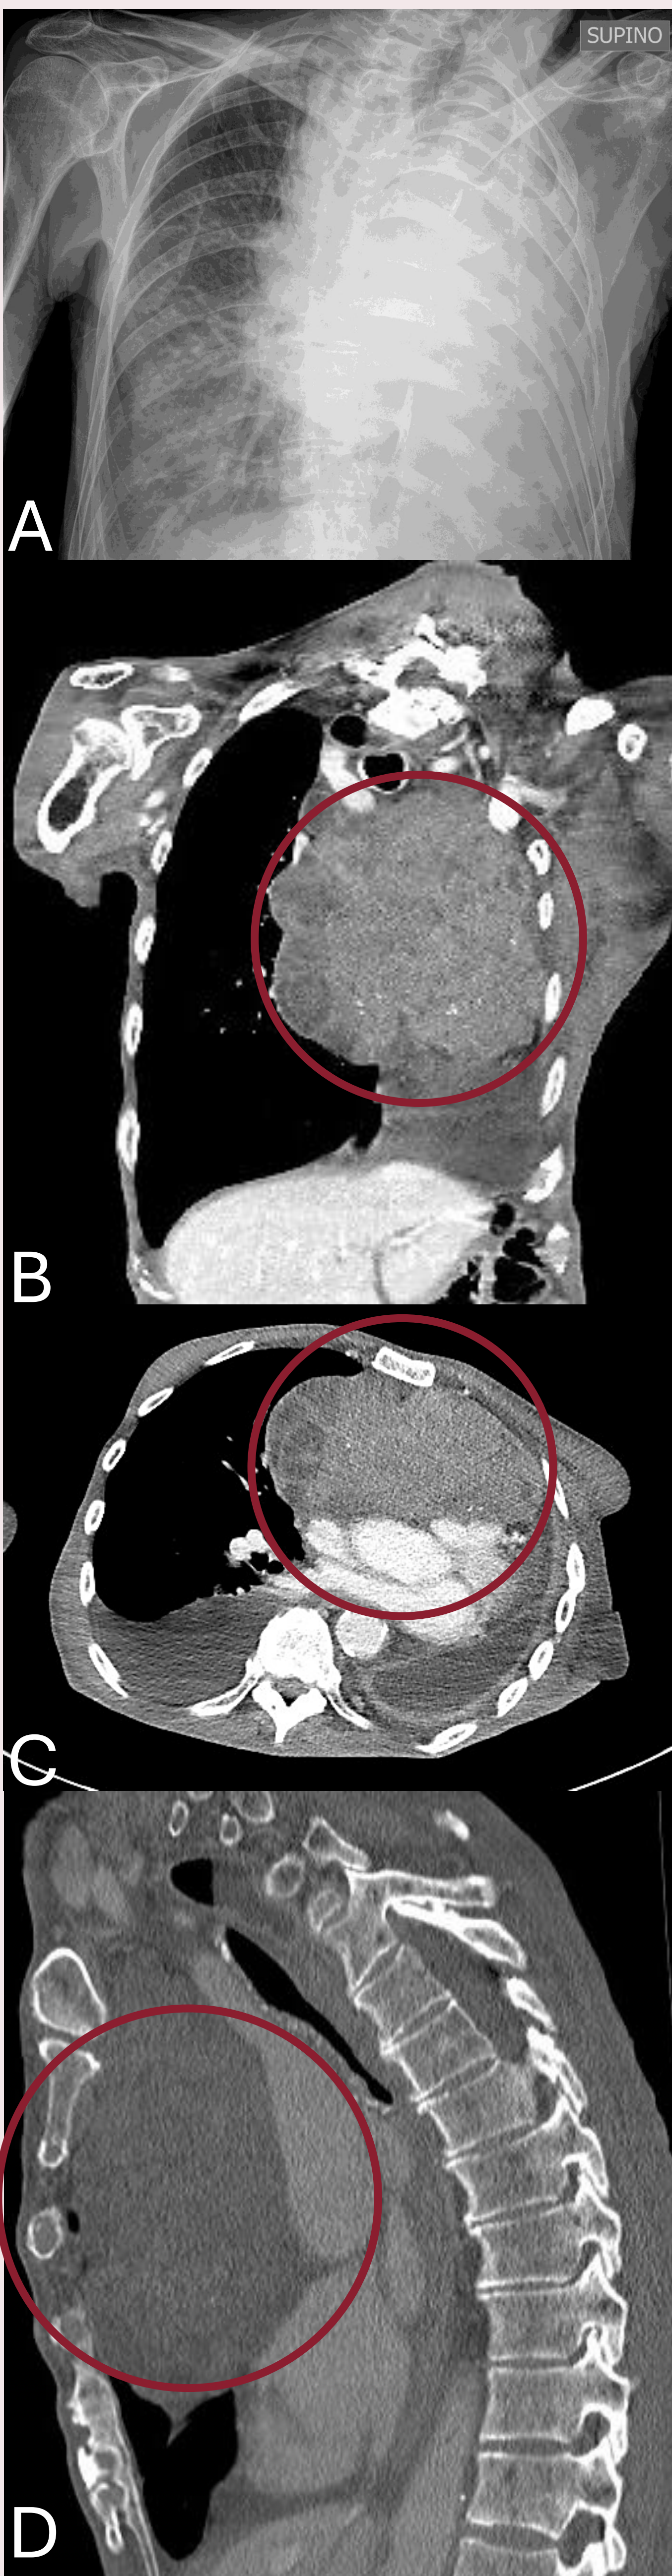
Indagini radiologiche effettuate dal paziente in corso di degenza: A) Radiografia del torace eseguita al momento del ricovero, oblitterazione completa dell'emitorace sinistro. B) TC con MDC fase arteriosa proiezione coronale è possibile apprezzare l'estesa lesione poliloba disomogenea e con plurime calcificazioni. C) TC con MDC fase arteriosa proiezione assiale è possibile apprezzare la compressione sui vasi del mediastino, il versamento pleurico bilaterale e la dislocazione del mediastino. D) TC con MDC proiezione sagittale è possibile apprezzare la compressione dell'esofago e della trachea. Il cerchio viola individua la massa toracica nelle immagini TC.
